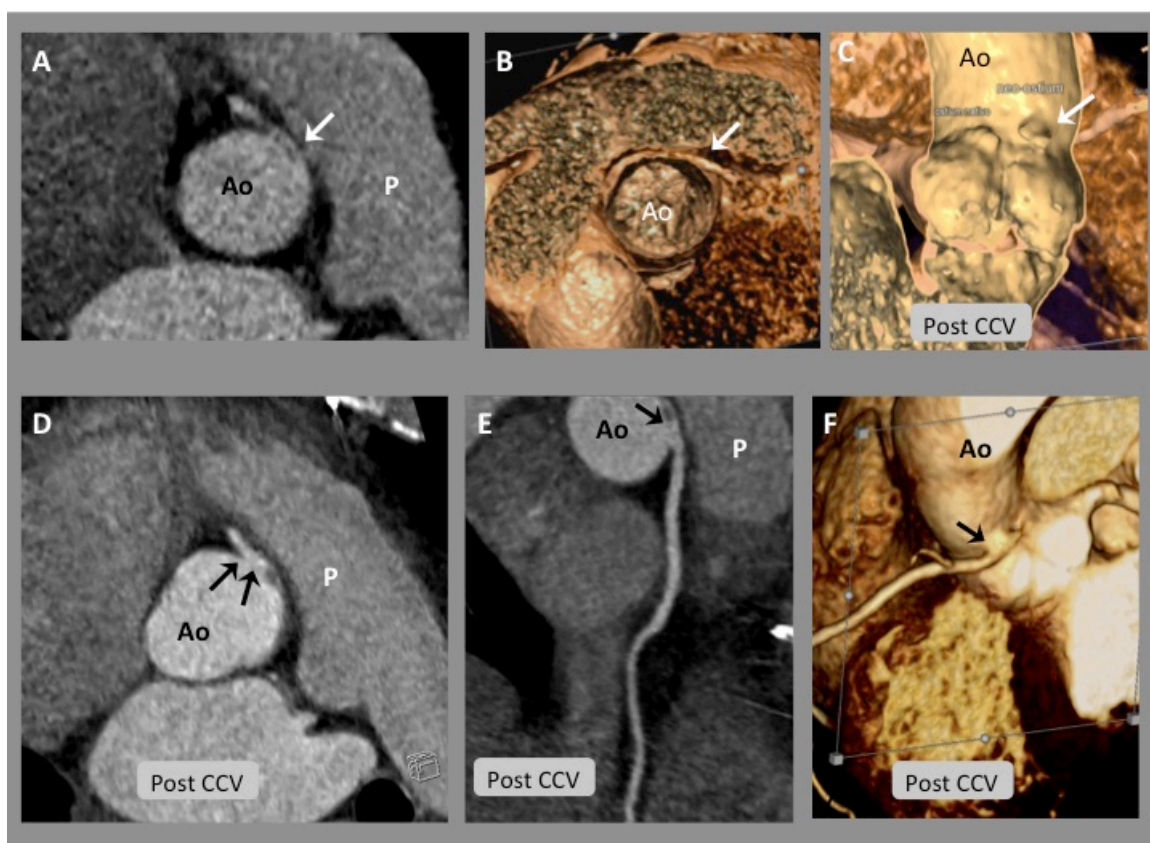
Caso 22 . ARCA. Angio-TAC coronario. A.- Salida anómala de CD desde seno de Valsalva izquierdo (flecha, nivel sub-pulmonar) con recorrido interarterial y trayecto intramural. B.- Reconstrucción 3D que muestra la salida de la arteria coronaria anómala (flecha). C.- Angio TAC post-Cirugía. Visión 3D endoluminal donde se puede observar el neo-ostium realizado (flecha) D,E.- Angio TAC post-cirugía. Se puede observar el unroofing realizado y el neo-ostium (flechas). F.- Reconstrucción 3D post-cirugía, que muestra el “unroofing” realizado (ya no hay trayecto intramural) y el neo-ostium (flecha). Ao: Aorta. P: Arteria pulmonar. Post-CCV: Post cirugía cardíaca.
